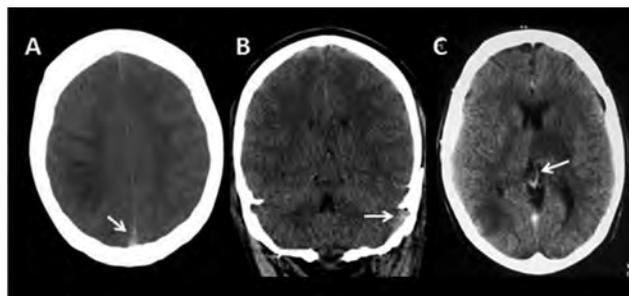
Estructuras venosas hiperdensas en TC sin medio de contraste. Se observan ejemplos de TVC en 3 pacientes con el signo de aumento de densidad de las estructuras venosas; en A el seno longitudinal superior, en B el seno lateral del lado izquierdo y en C la vena interna del lado izquierdo.
